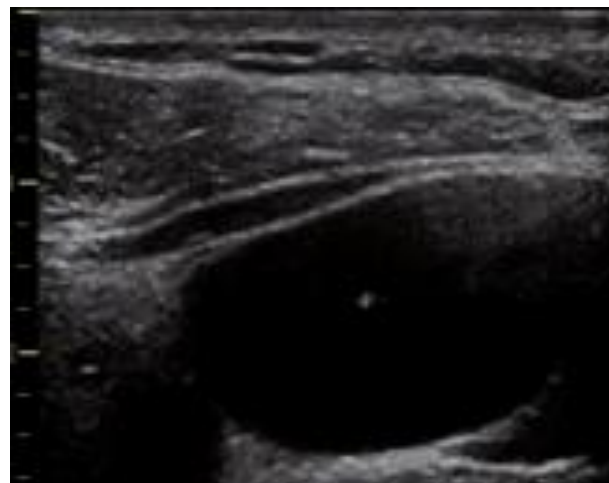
Vue échographique d'une ponction en dehors du plan de la veine jugulaire interne.
